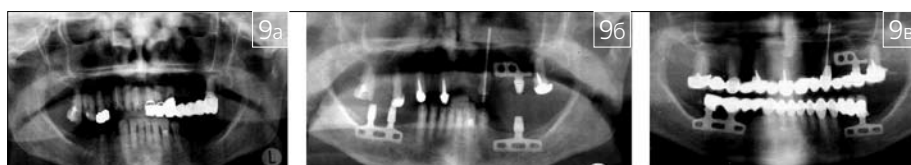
Рентгенограмма зубов пациента К. а — до лечения, б — после санации полости рта и дентальной имплантации, в — после завершения комплексного лечения
